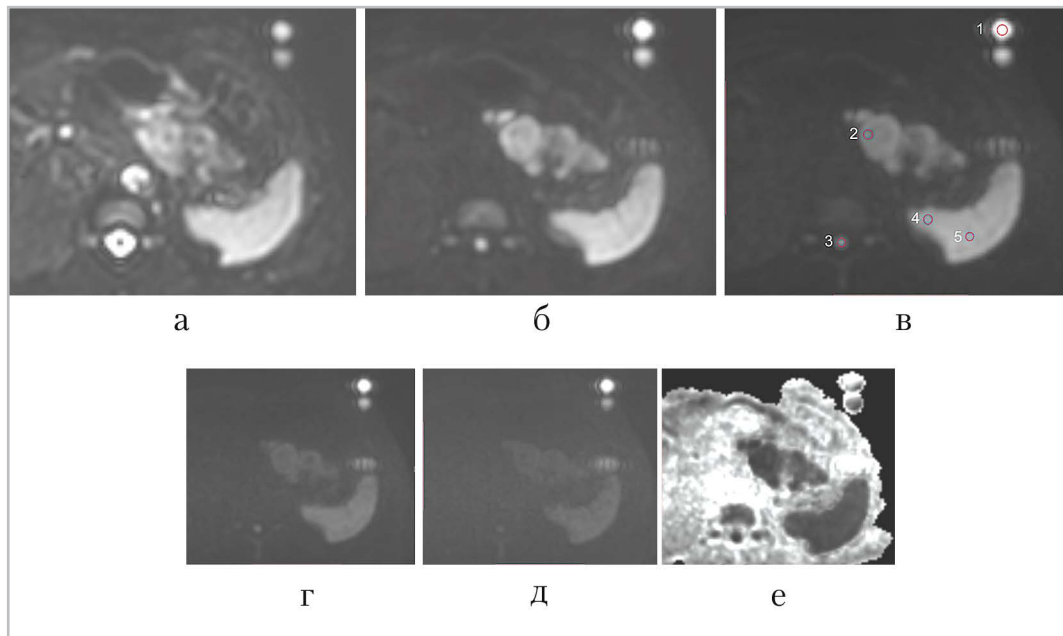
МР-изображение, полученное в режиме диффузионно-взвешенной магнитно-резонансной томографии всего тела при b-факторе: а – 0 с/мм²; б – 500 с/мм²; в – 1000 с/мм²; г – 2000 с/мм²; д – 3000 с/мм²; е – экспоненциальное изображение. На рис. обозначены следующие области: эмульсия – 1, опухоль поджелудочной железы – 2, спинной мозг – 3, почка – 4, селезенка – 5
